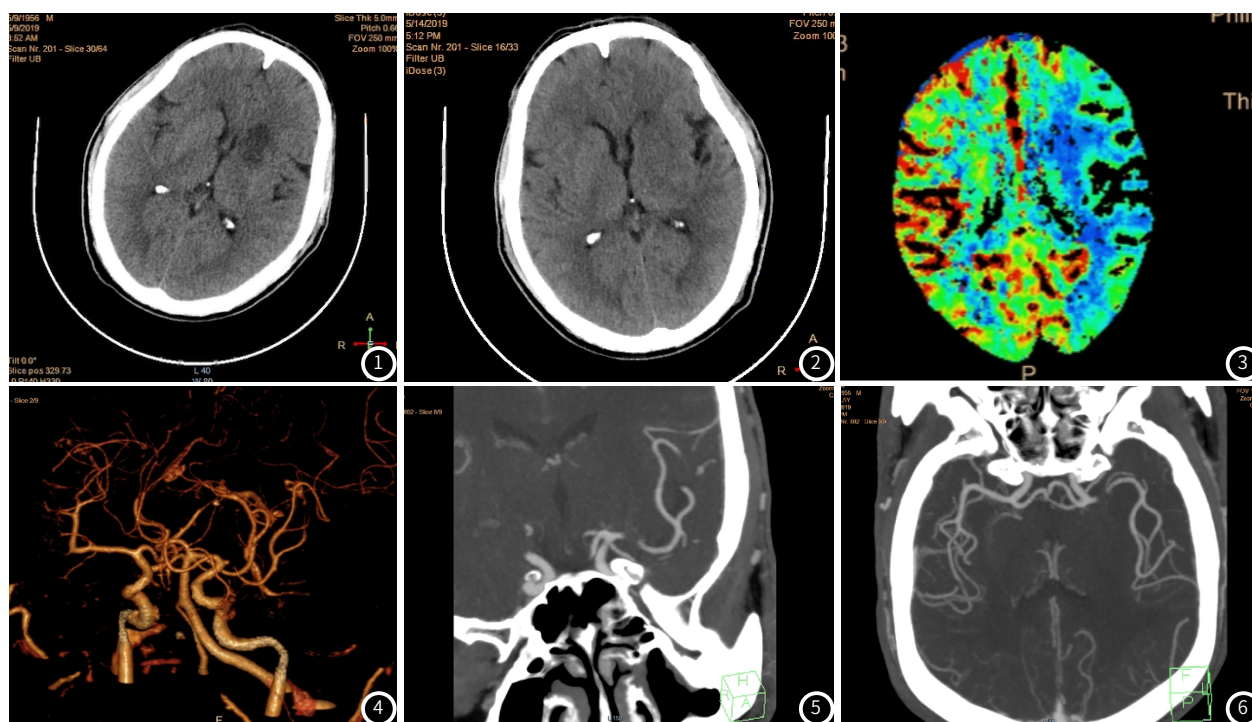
~6 患者，男，50岁，入院2h前无明显原因出现言语不清，伴右侧肢体无力，无其他明显症状，无特殊治疗，在休息后病情无明显缓解，且有加重情况，急诊以“脑梗死”收入我科。头颅CT平扫提示：考虑左侧基底节区脑梗塞。头颅CTA+CTP检查提示：考虑左侧大脑中动脉闭塞并供血区梗塞；左侧额颞叶低灌注区，考虑缺血代偿期改变。左侧基底节区软化。
